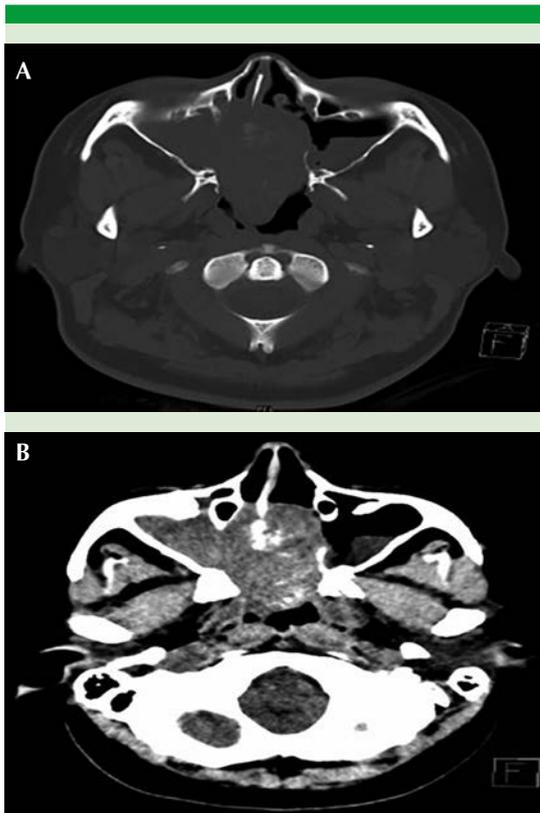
Tomografía computada de senos paranasales simple en corte axial con ventana ósea (A) y de tejidos blandos (B) en la que se observa lesión sólida, lobulada y heterogénea, que ocupa la totalidad de la cavidad nasal y la nasofaringe, asociada con erosión ósea en la pared medial, el antro maxilar derecho y el tabique nasal en su segmento posterior con extensión a la totalidad del antro maxilar derecho. Contenido mucoso en el antro maxilar izquierdo.
